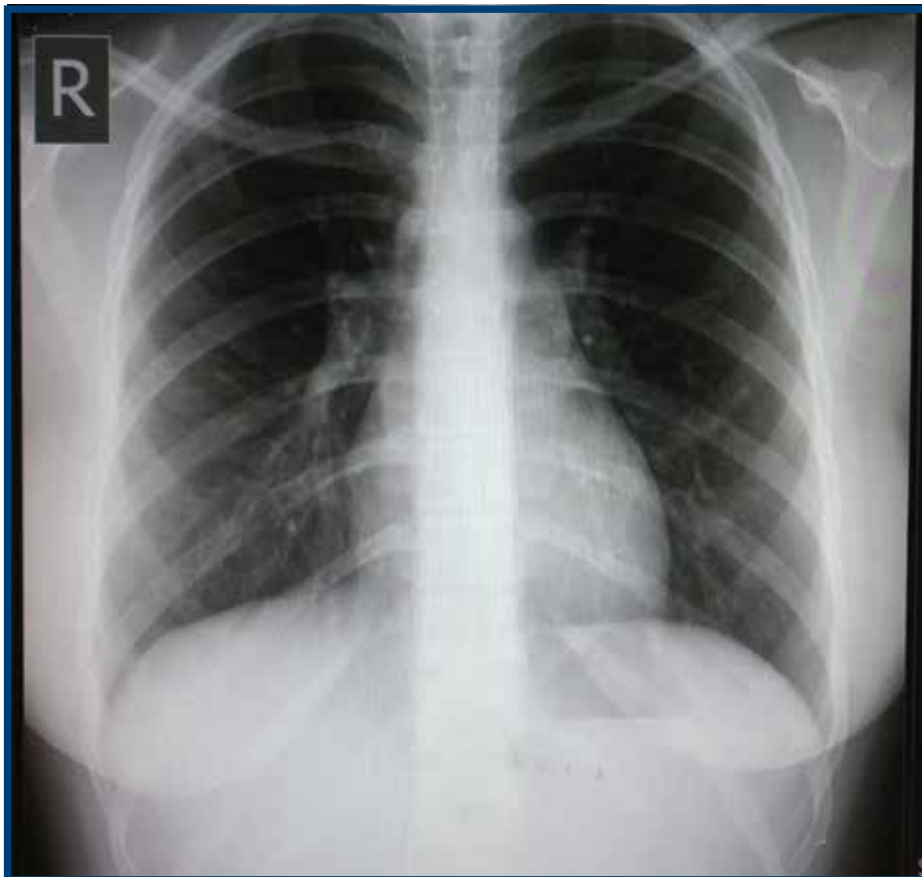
Radiografía de tórax PA sin alteraciones en paciente con fiebre por Hantavirus. La radiografía de tórax anteroposterior o posteroanterior se mantiene sin alteraciones durante la fase prodrómica en la presentación clínica fiebre por Hantavirus, es decir, que no se evidencian signos de infiltrados intersticiales [14,17].
